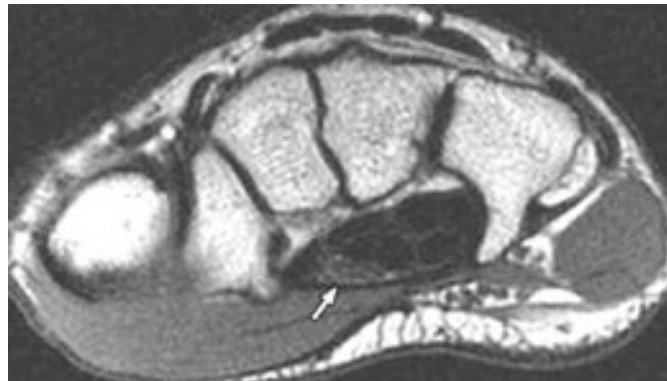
Resonancia magnética secuencia axial en T1, donde se identifica el nervio mediano (Flecha) normal a nivel del hueso ganchoso.⁶³
